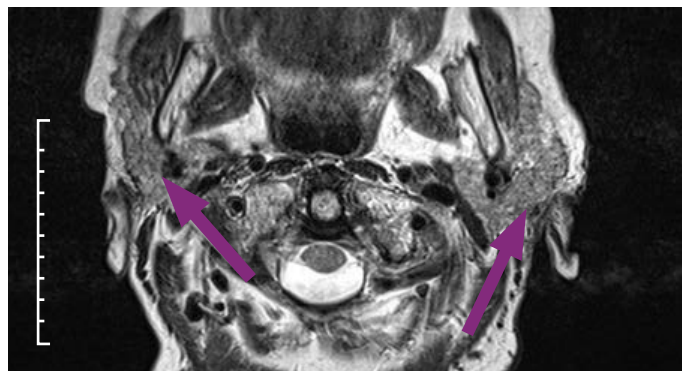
Ressonância magnética craniana aos 6 meses de terapêutica
